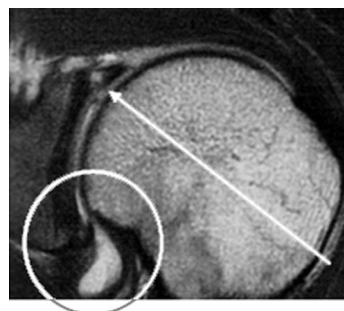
МРТ ознаки SLAP-пошкодження на фронтальному перерізі: синовіт (обведено колом) та переривання сигналу суглобової губи (указано стрілкою)
